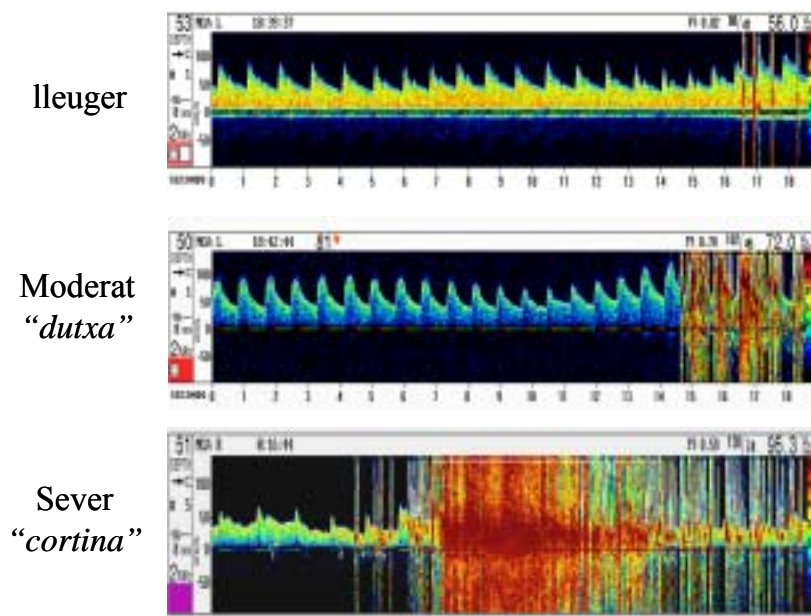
Patrons de diagnòstic i quantificació del curtcircuit per Doppler transcranial.
